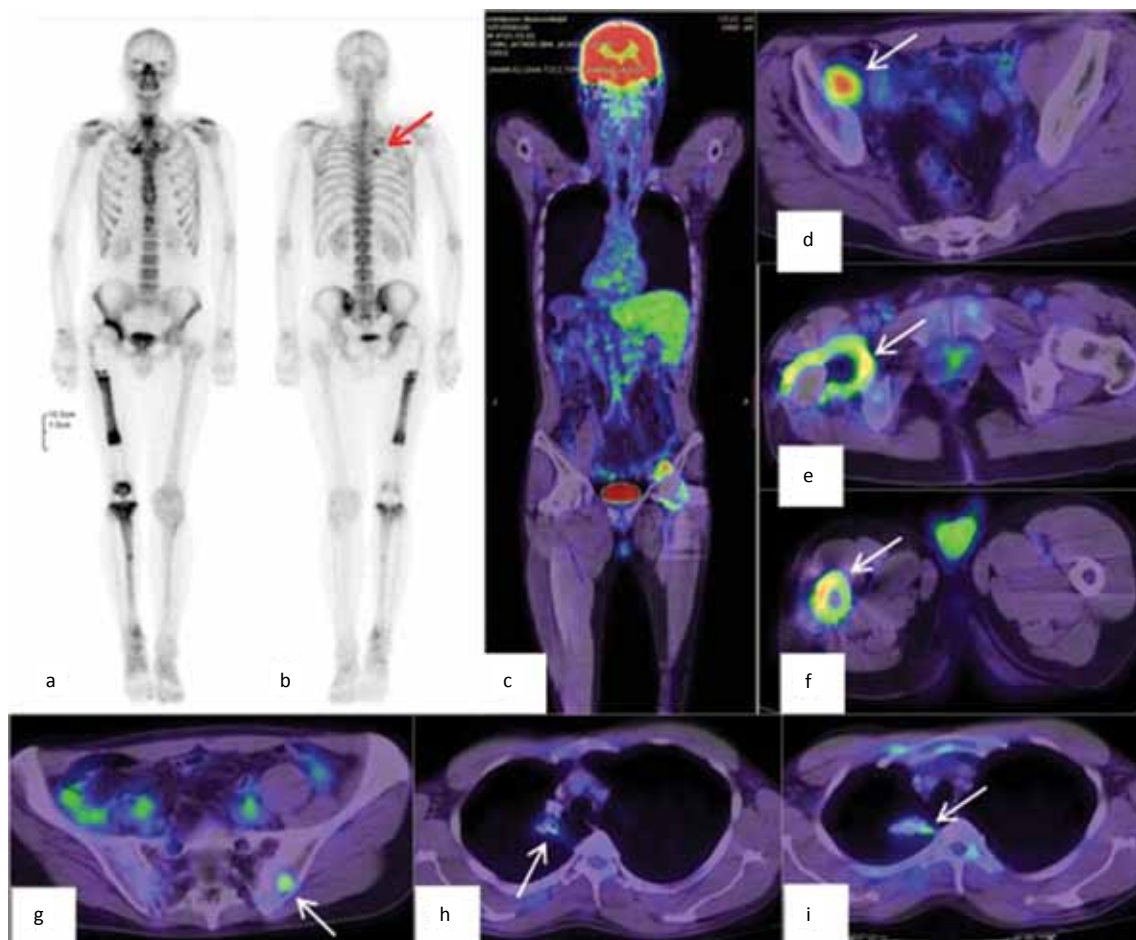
Presented bone scan (a, b) on 16.05.2018 and PET/CT (c-i) on 14.05.2018 (translation). On the bone scan hyperaccumulation of the radiopharmaceutical in the apex of the right hemithorax remains without dynamics from 12.03.2018. On PET/CT (h, i) a calcified tumor is determined without pathological accumulation of ^{18}F -FDG in the apex of the right lung (arrow). Pathological hyperaccumulation of ^{18}F -FDG in the right iliac muscle, a lesion (d) with (SUV = 6,2). In the medial part of the left iliac bone (g), a concretion with signs of hypermetabolic activity (SUV = 2,8). Hyperaccumulation of the radiopharmaceutical caused by reactive changes around the endoprosthesis of the right femur (e, f). Impression: active tumor tissue in the left ilium and the right iliac muscle
